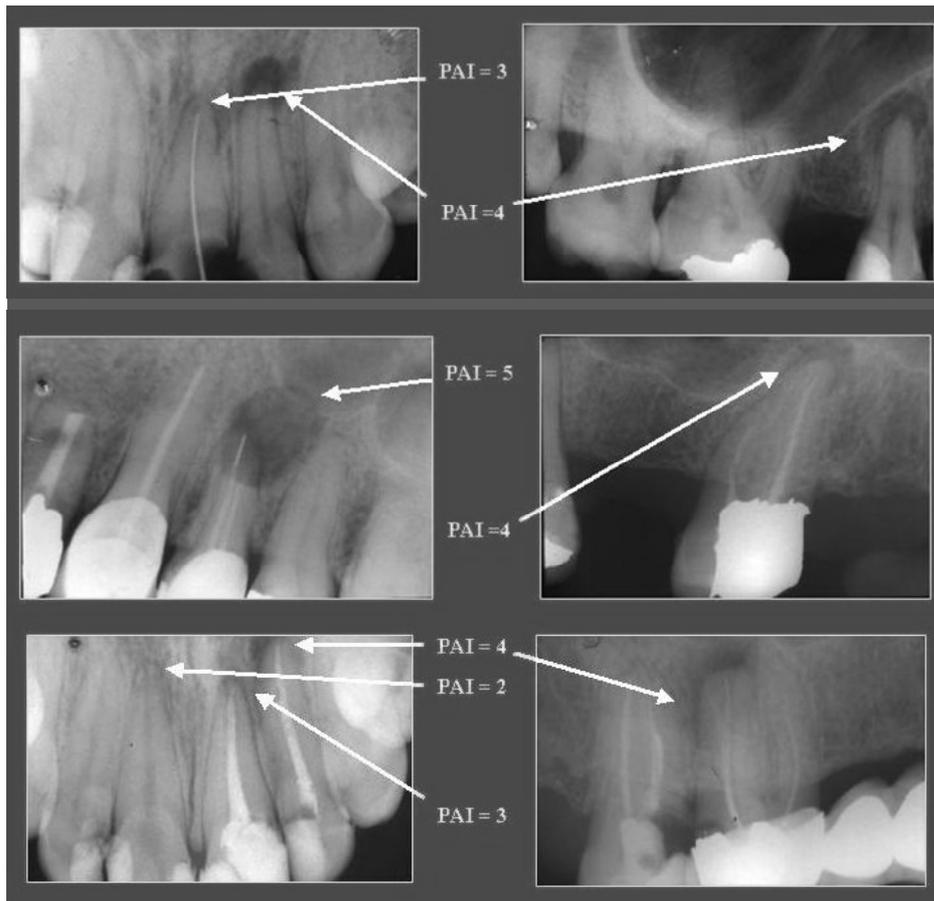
Ejemplos de la evaluación del estado periapical aplicando el índice PAI.
